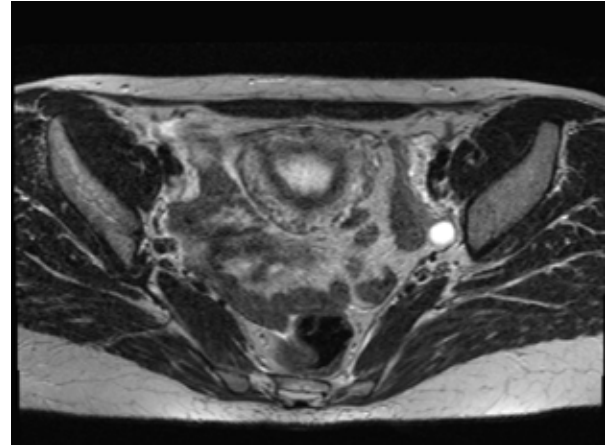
Выраженная ячеистость миометрия – аденомиоз (МРТ)
